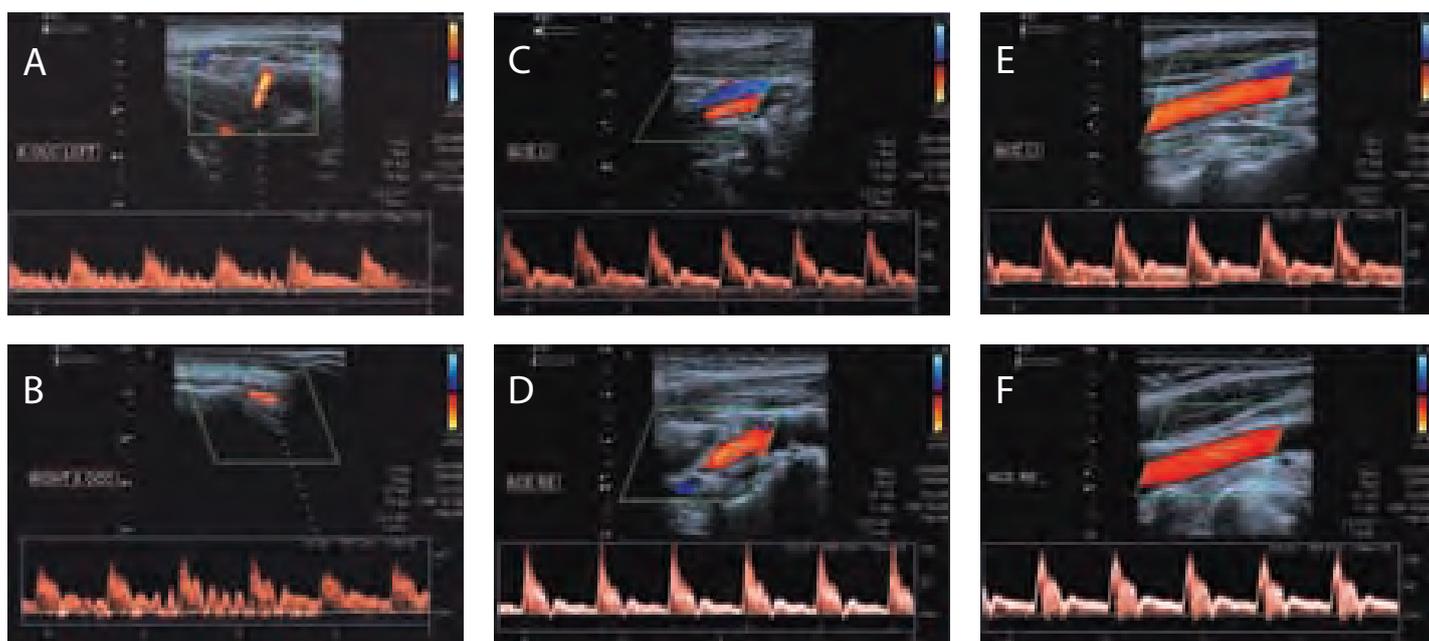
Duplexsonografie nach Embolisation der duralen AV-Fistel. A-B: Der Befund in der A. occipitalis links (A) ist vollständig normalisiert und unterscheidet sich nicht mehr vom Befund kontralateral (B). Auch in der A. carotis externa links (C) und rechts (D) sowie A. carotis communis links (E) und rechts (F) sind die Strompulscurven jetzt seitengleich
